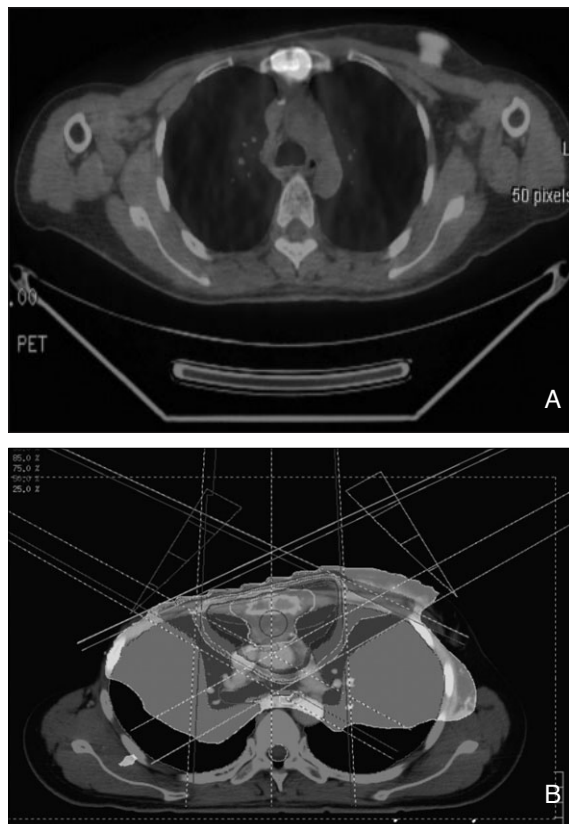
(A) Sternal metastasis of breast cancer showing hot spot on PET/CT.
